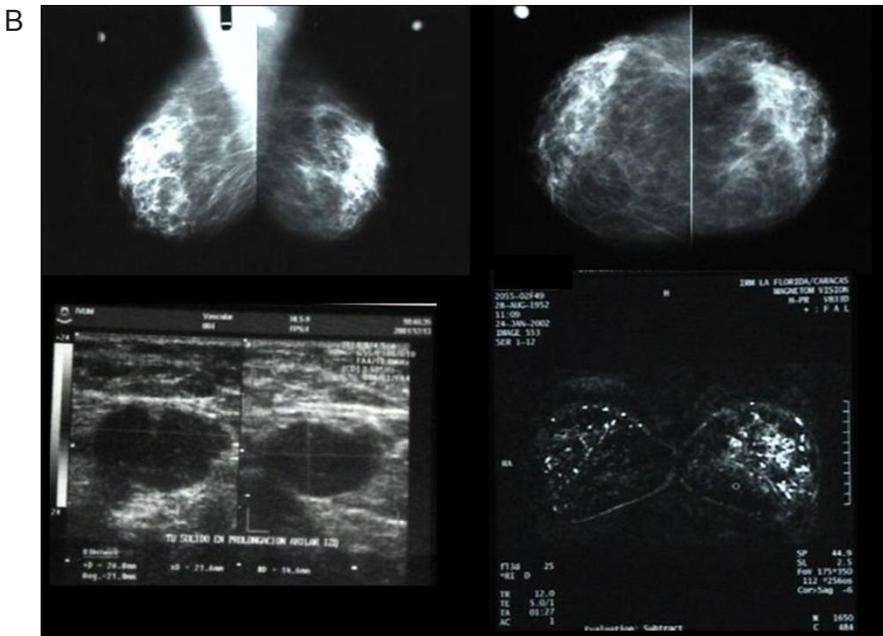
a y b.- Enfermedad de Paget de la mama en sus fases incipientes. Femenina de 50 años vista en 2002 con lesión ulcerativa en pezón izquierdo de 6 meses de evolución, sin masa palpable en mama y con una adenopatía axilar homolateral. La mamografía y la ecografía mamaria no demostraron lesiones focales, pero la RMN de ambas mamas mostró un aumento difuso de la captación del gadolínico con curva cinética sospechosa en mama izquierda. Se realizó una mastectomía radical modificada sin reconstrucción. La biopsia de la pieza quirúrgica demostró carcinoma ductal *in situ* extenso con microinvasión, los 12 ganglios axilares extirpados fueron negativos para malignidad.
